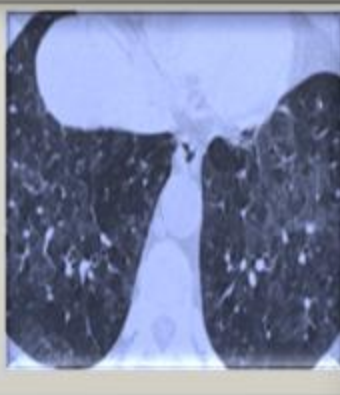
(Radio et TDM Thoracique) : Des lésions kystiques à parois fines disséminées dans les 2 plages pulmonaires avec quelques plages en verre dépoli : aspect compatible avec une pneumopathie interstitielle lymphocytaire (LIP).
